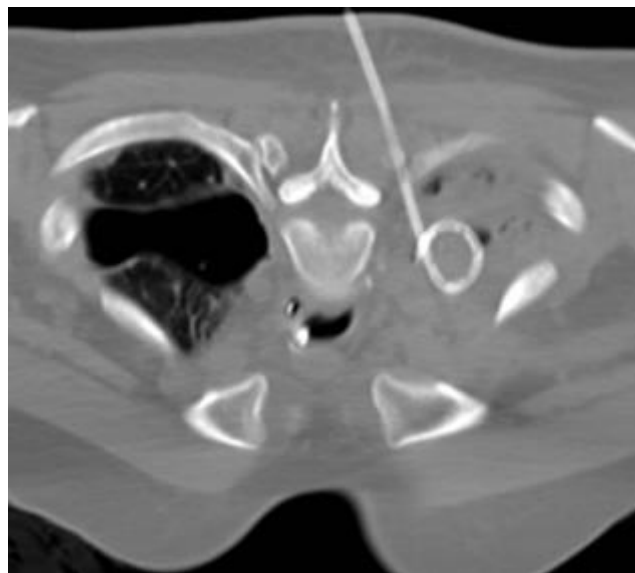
Instilación de antifúngicos mediante pigtail a cavidad de aspergiloma guiada mediante TC (40).
